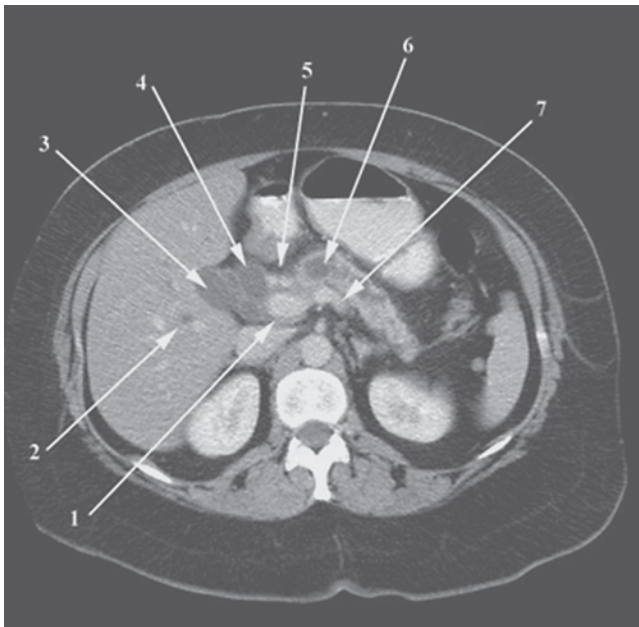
Imagen de CT del abdomen alto de un paciente con cáncer del colédoco distal. El tumor obstruye el colédoco y el conducto pancreático. 1, vena porta; 2, conducto biliar intrahepático dilatado; 3, conducto cístico y cuello de la vesícula biliar dilatados; 4, conducto hepático común dilatado; 5, bifurcación de la arteria hepática común en arteria gastroduodenal y arteria hepática; 6, conducto pancreático dilatado; 7, vena esplénica.
